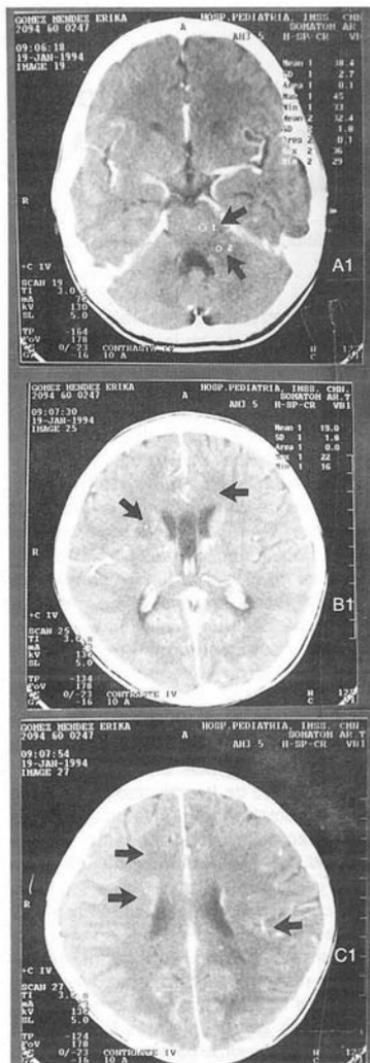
B1 y C1. Imagen de tomografía computada de cráneo con medio de contraste convencional. Las flechas indican los sitios dónde se observan áreas de hipodensidad sin reforzamiento con el medio de contraste
